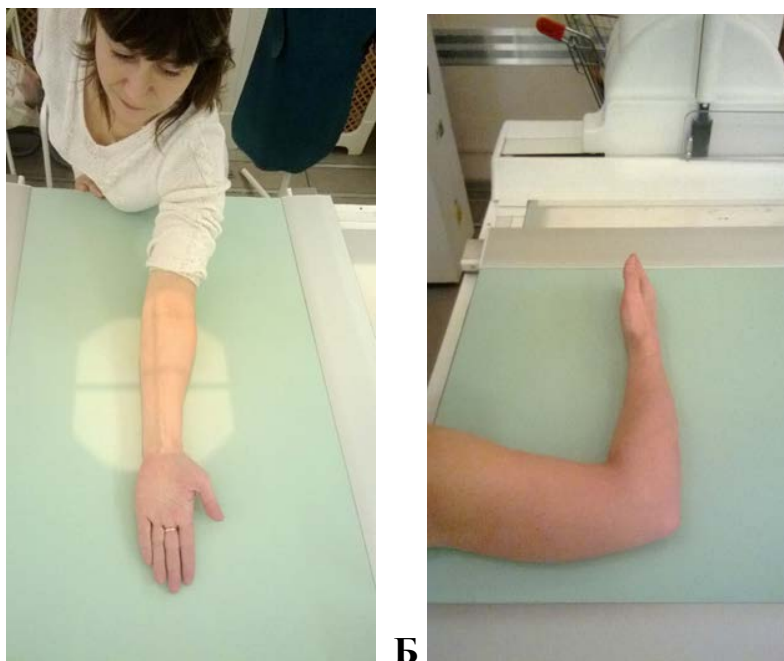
Укладка конечности при рентгенографии здорового предплечья:
